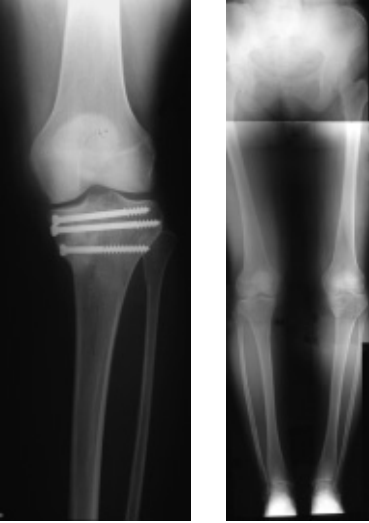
Röntgenbild Hochformat.
